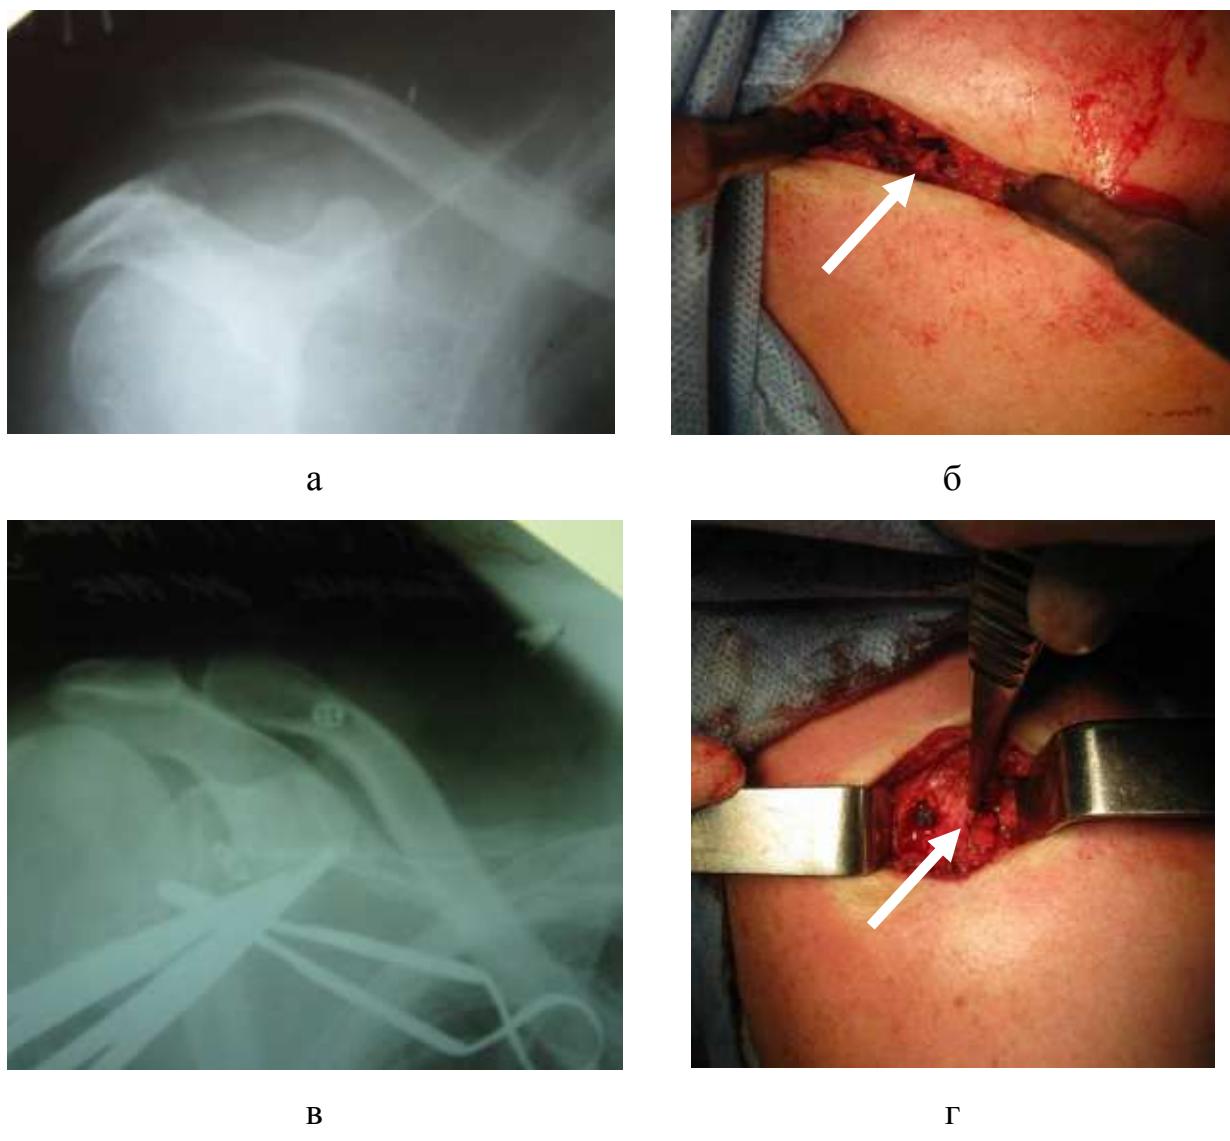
Рентгенограммы и фото больного К. Вывих акромиального конца правой ключицы: а) рентгенограмма при поступлении; б) культия поврежденной клювовидно-ключичной связки; в) рентгенконтроль в операционной; г) клювовидно-ключичная связка после сшивания.
